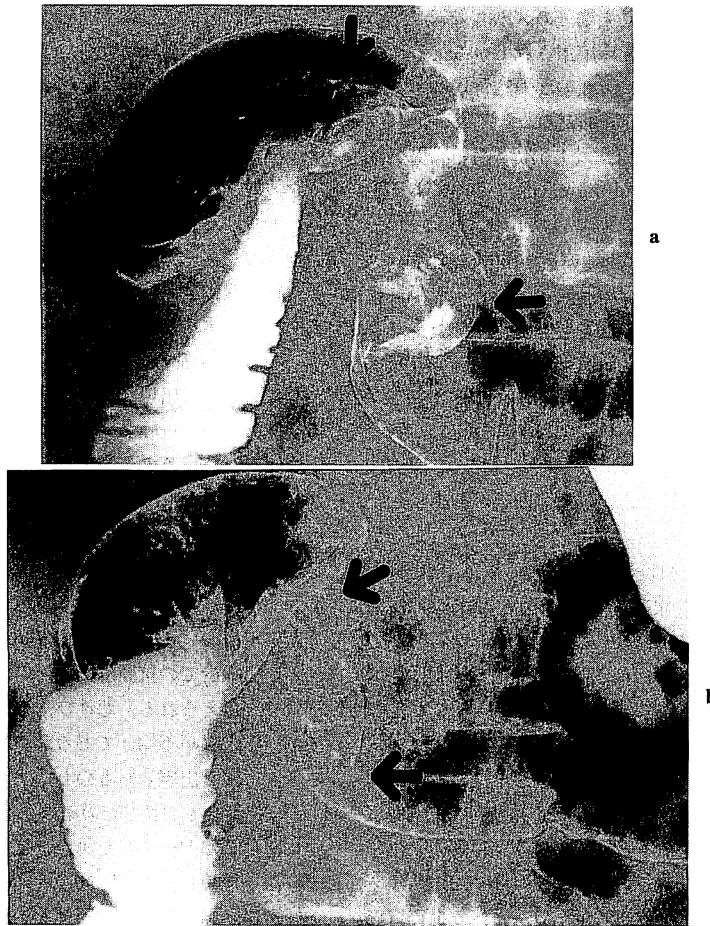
X-ray findings of case 4.
